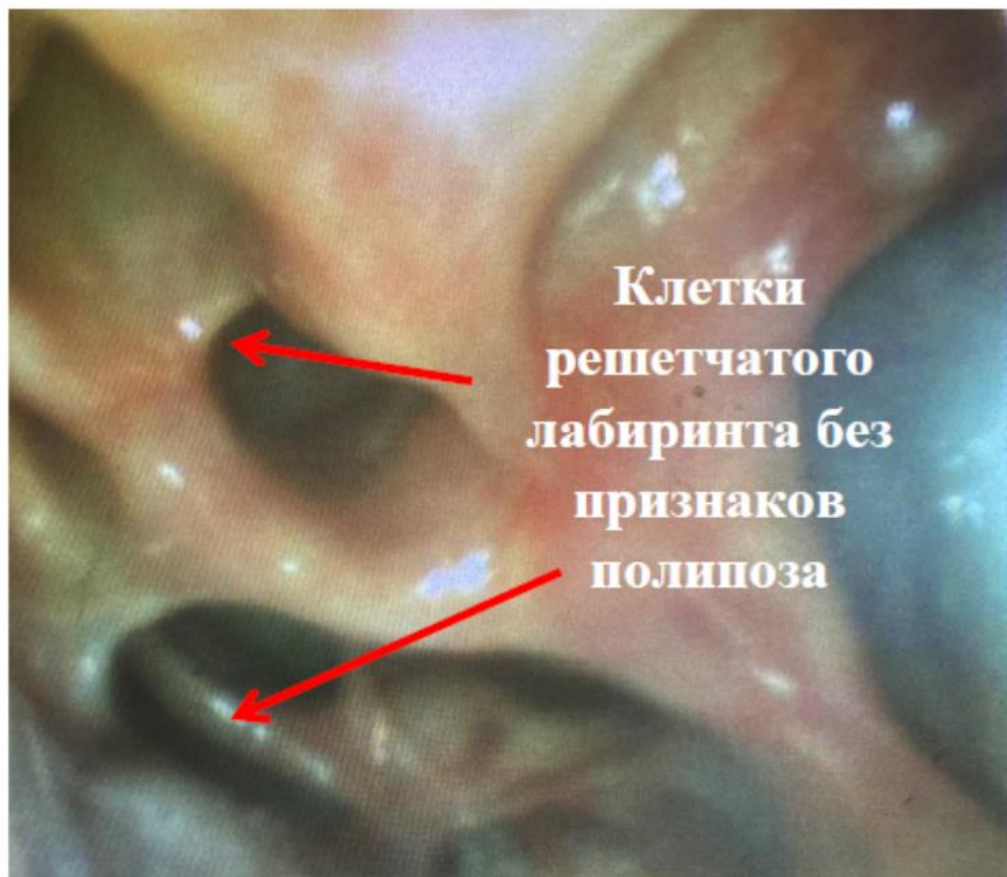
Эндоскопическая картина полости носа и МСКТ после хирургического лечения; 4 контрольный визит (Клинический пример №2)
